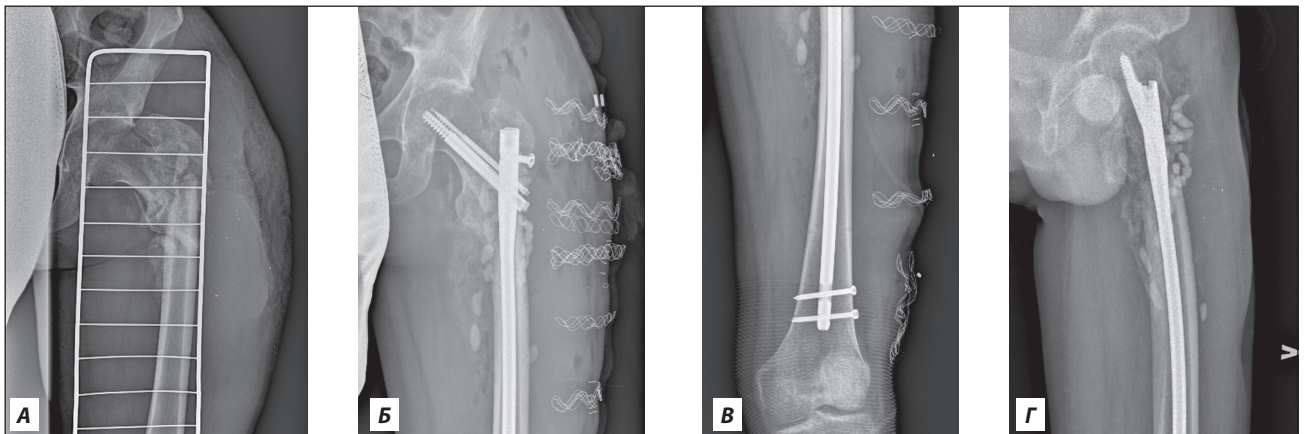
Рентгенівські знімки пацієнта Б.: А) рентгенографія лівої стегнової кістки на момент госпіталізації (через 4 місяці після поранення); Б, В, Г) контрольна рентгенографія лівої стегнової кістки після остаточної фіксації перелому (5,5 міс. після поранення)
